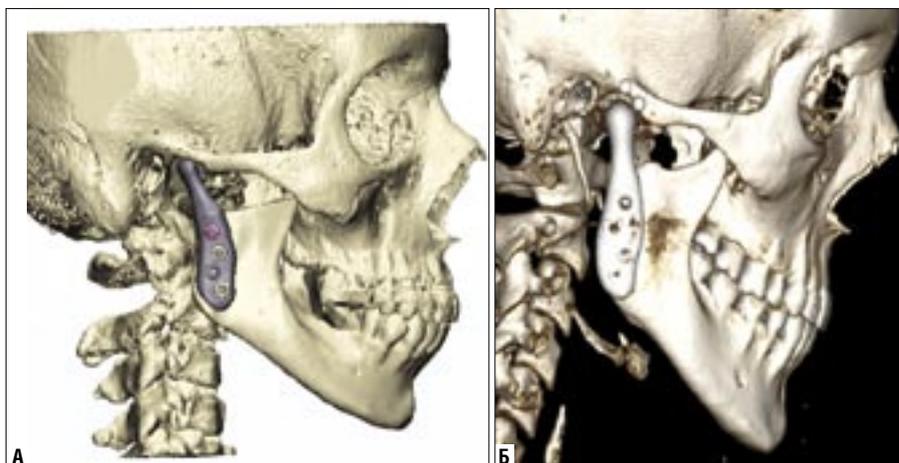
Виртуальная модель правого височно-нижнечелюстного сустава (а) и контрольное рентгенологическое исследование проведенного хирургического вмешательства (б)
